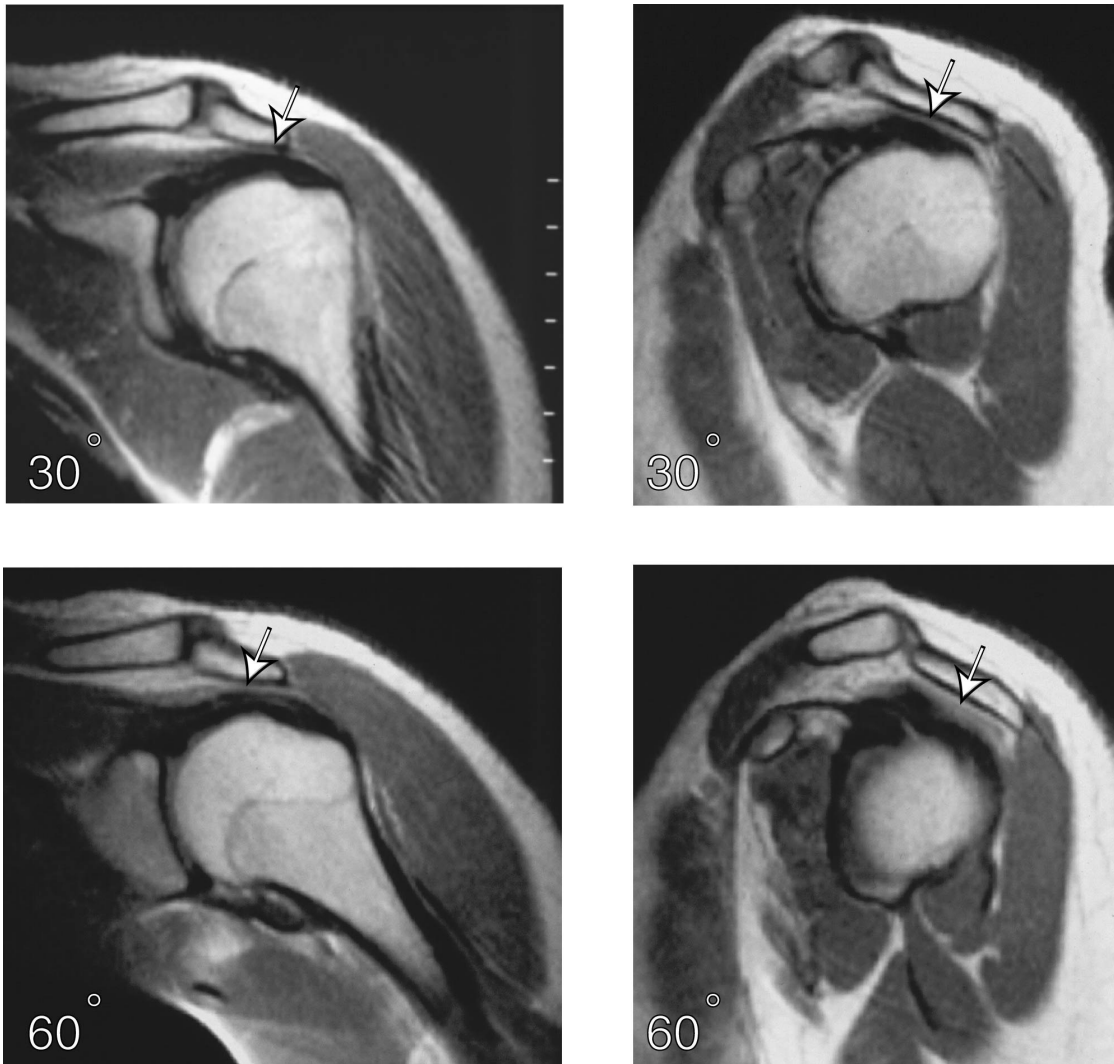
28-jährige Klavierspielerin mit Maximalschmerz bei 30°. Bei 60° Abduktion war der Schmerz geringer. Auf den MRT-Bildern kann man eine deutlich besser abgrenzbare subacromiale Fettschicht bei 60° Abduktion vor allem auf der sagittalen Aufnahme erkennen (Pfeile).
